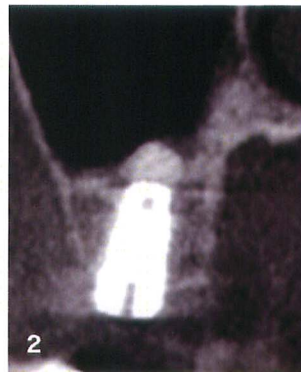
図1aのCT画像を見ると、8mmのインプラントで上顎洞底を穿孔するため、ソケットリフトと同時に埋入する治療計画を立案しました。ビューアソフトでは必ず計測機能で距離を計りますが、このようにシミュレーションソフトでは長さを計測することなくインプラント自体が定規となり、太さや長さを変更することで骨量診断が直感的にできます。
